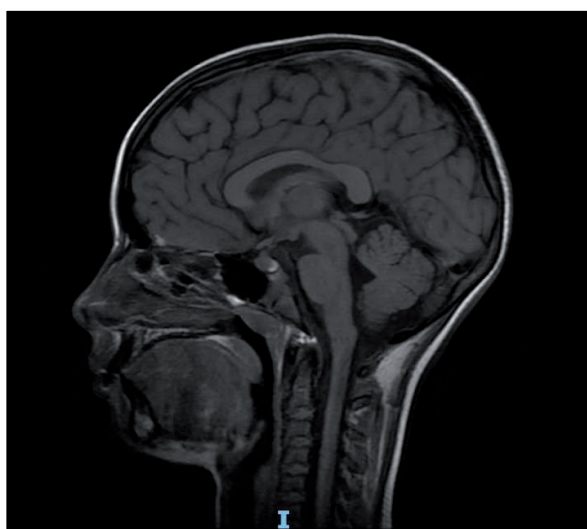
RMN cerebral. Corte Sagital. Secuencia T1. Engrosamiento del tallo hipofisario de 5 mm. Primera imagen al diagnóstico.
